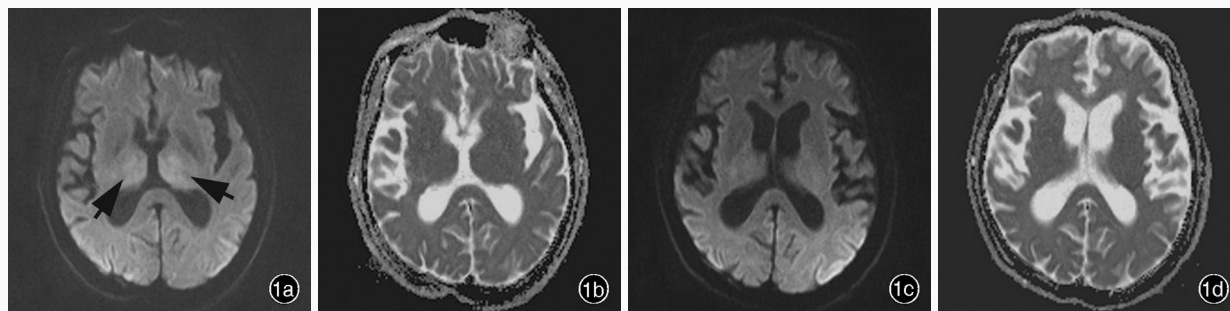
头部MRI检查所见 1a 发病4天时,横断面DWI显示双侧丘脑呈稍高或等信号(箭头所示) 1b 发病4天时,病变对应区域ADC未见明显异常 1c 发病14天时,横断面DWI显示双侧丘脑信号略增高,较入院时信号明显减低 1d 发病14天时,病变对应区域ADC未见明显异常
